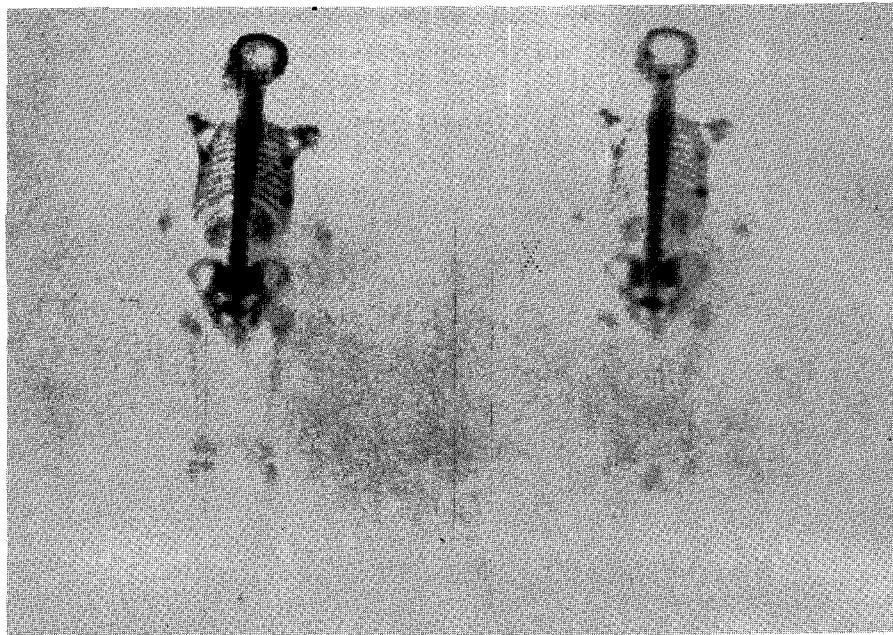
Bone scan interpreted as suspicious. It means bone scan with one (or two) hot area which is normal in roentgenogram and has no history of trauma.
